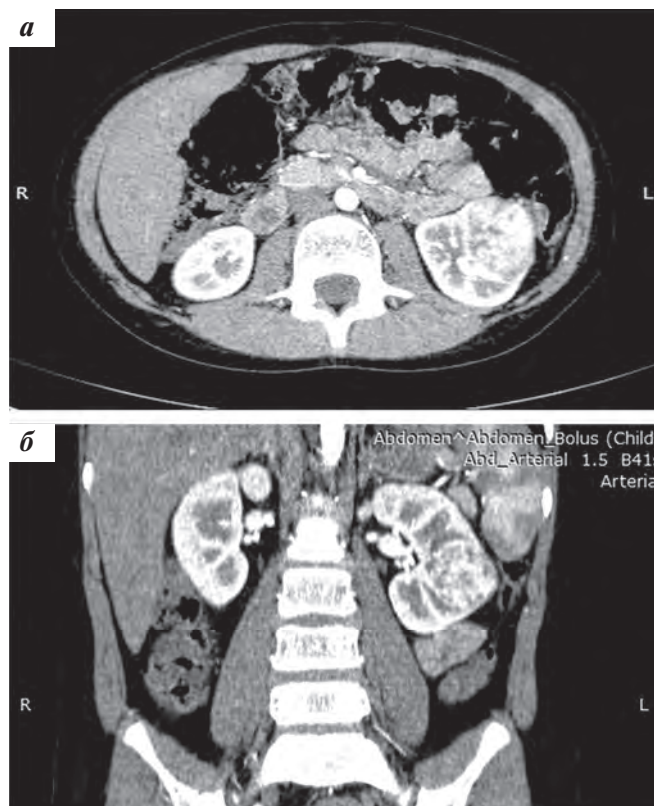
Пациент А., КТ-картина образования на момент первичного обследования: а – сагиттальная проекция; б – фронтальная проекция
